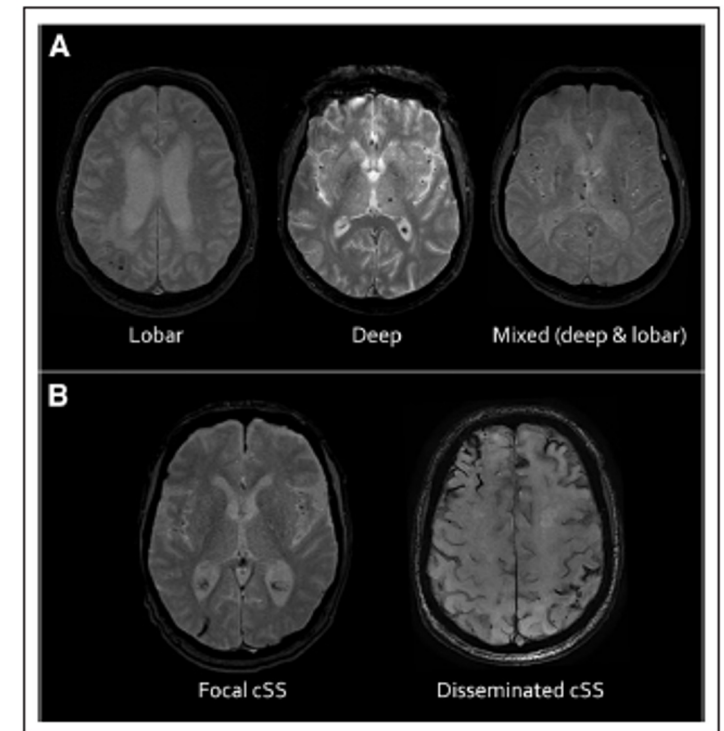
Anatomic patterns of cerebral microbleeds (CMBs) and cortical superficial siderosis (cSS) extent on blood-sensitive magnetic resonance imaging sequences.
